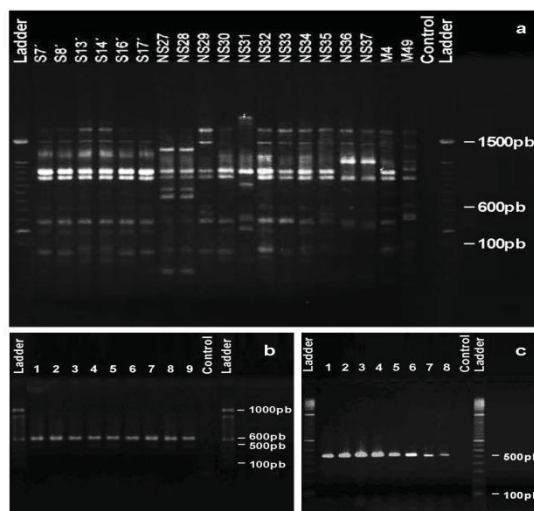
Representative gel pictures of the bacterial genomic DNA amplified obtained by the method of ultrasound in association with the mixture of silica and celite in CTAB: a) Randomly amplified polymorphic DNA (RAPD) profile of Group A *Streptococcus* (GAS); b) IGS region amplification profile obtained from genomic DNA of *S. mutans* strains (1-9) c) Sequencing reaction of glycosyltransferase gene (GTS- β) of *S. mutans* strains (1-8).
